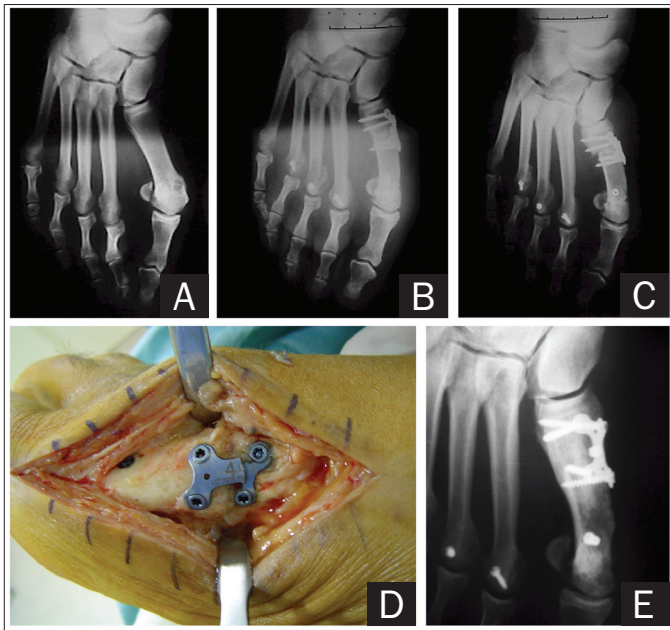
Paciente vítima de complicação de osteotomia da base combinada com osteotomia biplanar distal: (A) radiografia inicial do pé direito - AP com carga; (B) radiografia do pé direito com três semanas de PO; (C) radiografia do pé direito com seis semanas de PO - nota-se a fratura do material de síntese com desvio e encurtamento do metatársico em função da não consolidação do foco de osteotomia proximal; (D) aspecto intraoperatório mostrando a fratura da placa usada na fixação da osteotomia; (E) radiografia do pé direito com dois anos de evolução da reoperação com enxertia.
